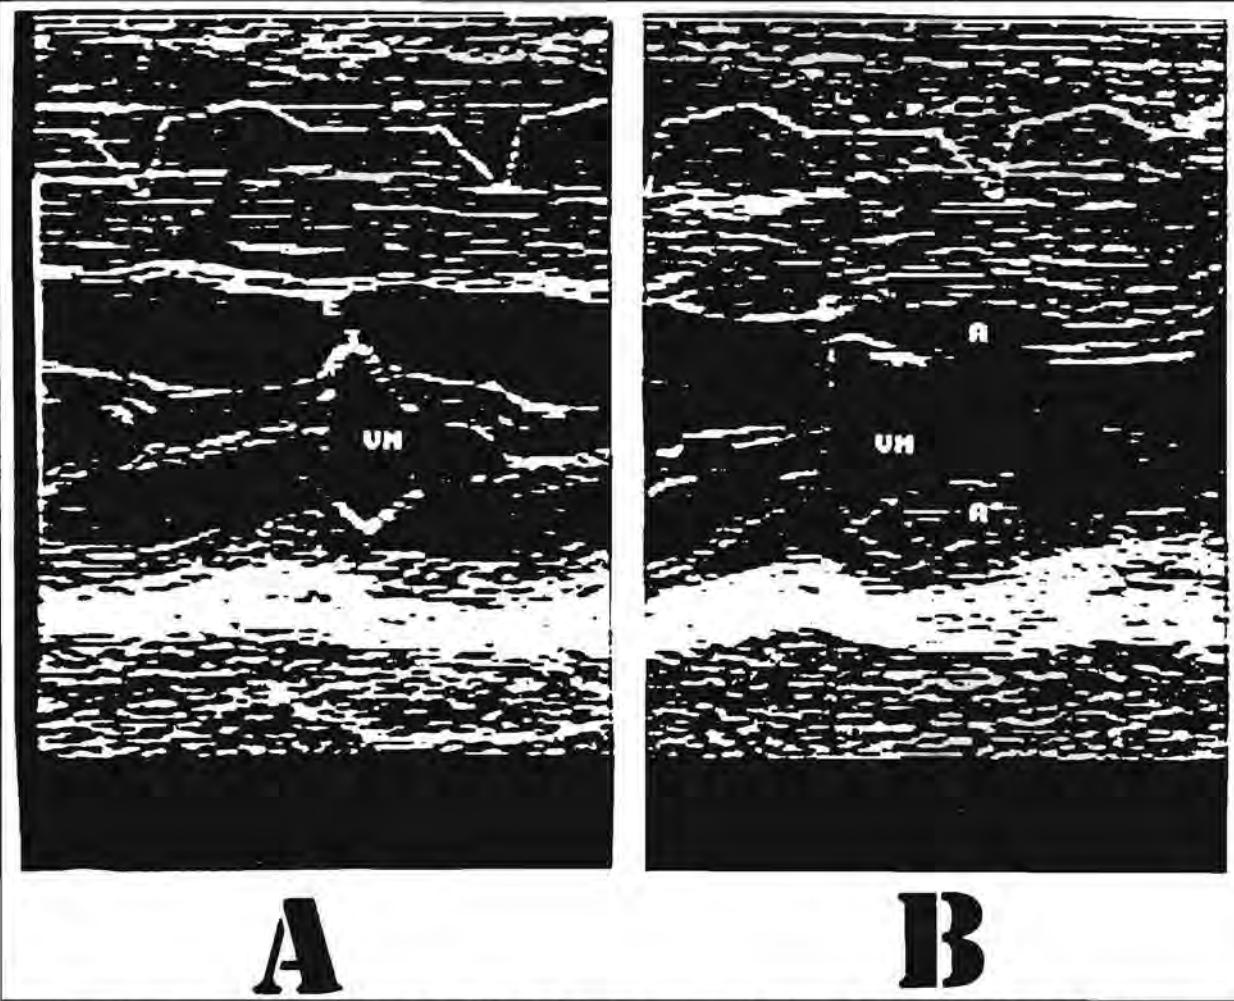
Ecocardiogramas modo M mostrando a válvula mitral. Em A o marcapasso programado com o delay AV em 200ms observamos o desaparecimento da onda A que marca a abertura dos folhetos dessa válvula durante a contração atrial. Em B com o delay AV programado em 240ms nota-se o reaparecimento dessa onda.
